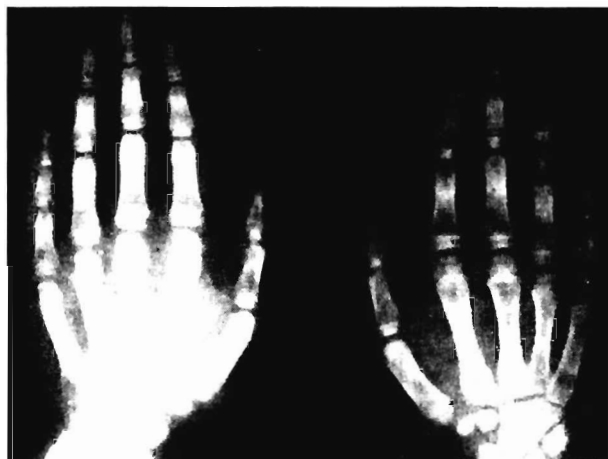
Рентгенограмма кистей для определения костного возраста (12 лет)
